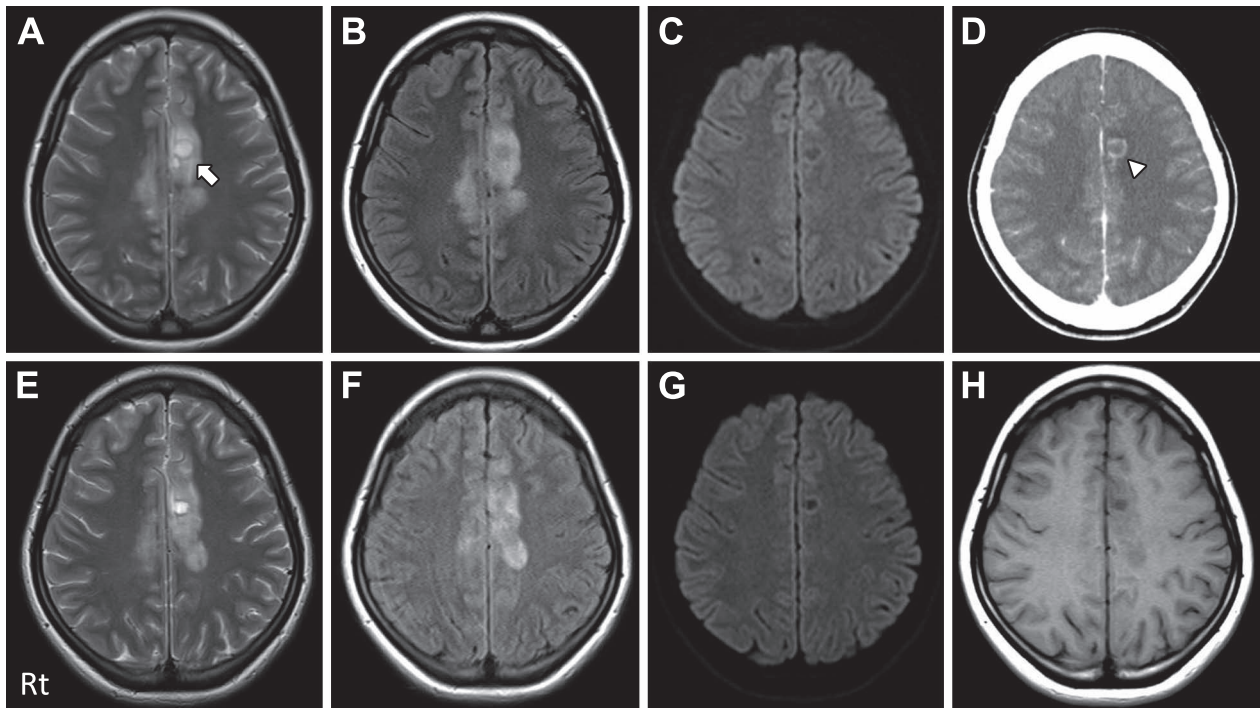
MRI and contrast CT at 16 and 22 days after admission.
